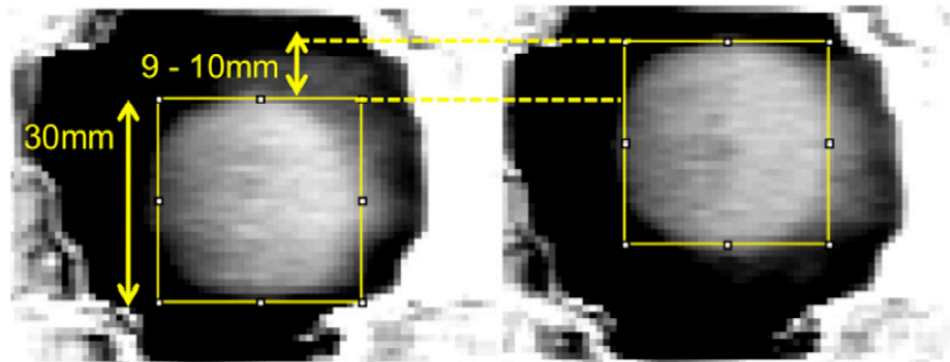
呼吸模擬ファントム最大振幅時の4D VMAT-CBCTのcoronal断面。模擬腫瘍の直径は約30 mm、移動量は約9-10 mmと見積もられた。
